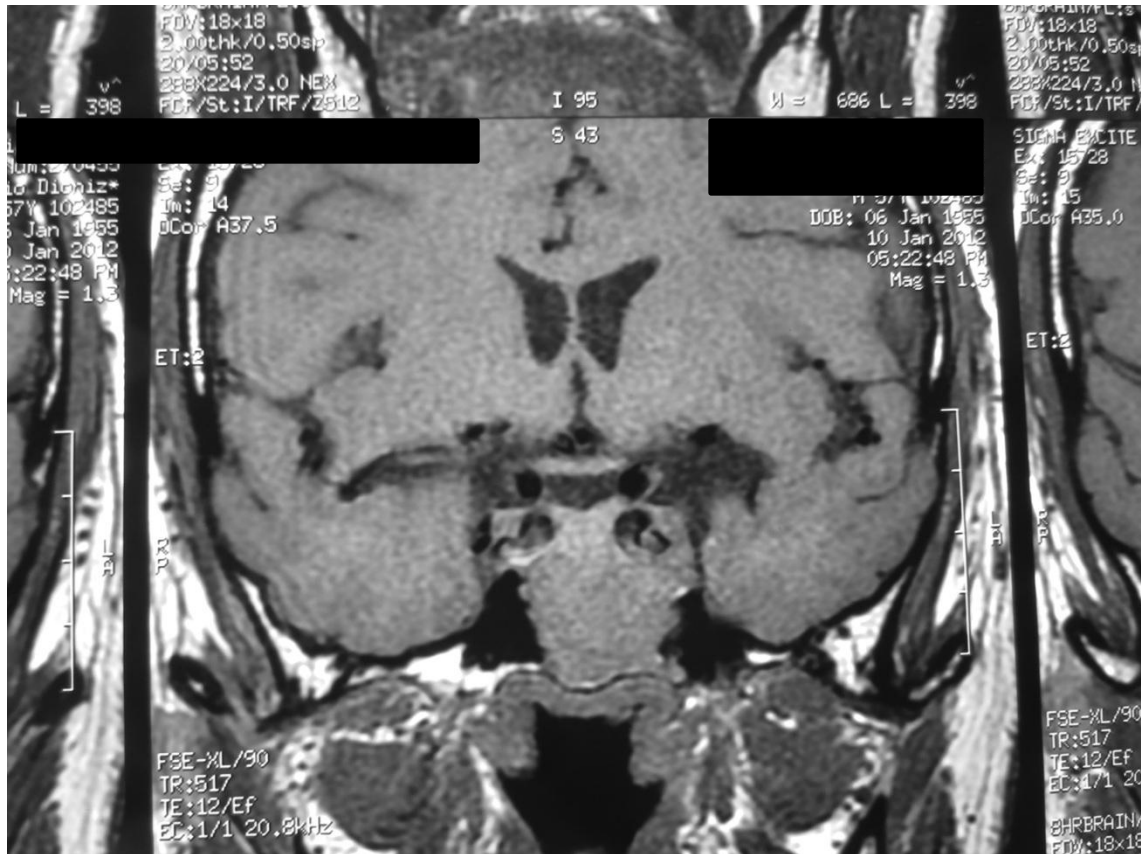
Ressonância magnética de sela turca em T1, coronal, sem contraste, antes do início do tratamento com a cabergolina, a qual mostra adenoma hipofisário com invasão do seio cavernoso de ambos os lados, notadamente à esquerda e invadindo totalmente o seio esfenoidal e sem expansão suprassellar.
